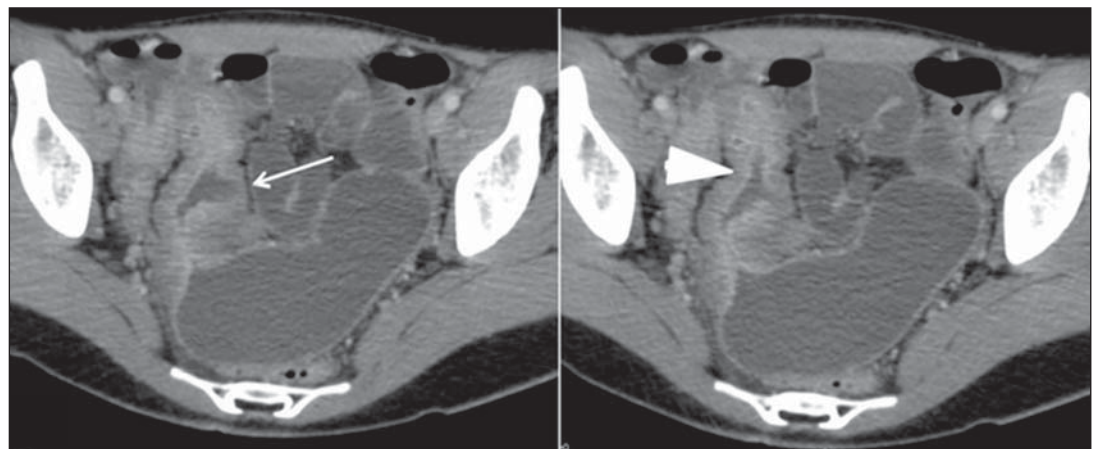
Entero-TC, imagem no plano axial, em paciente de 18 anos de idade, com quadro de diarreia e dor abdominal de etiologia indefinida. Espessamento parietal significativo do íleo distal, com estratificação parietal e realce aumentado pelo meio de contraste venoso (cabeça de seta), associado a fístula em fundo cego (seta) em sua parede medial. Diagnóstico definitivo: doença de Crohn.
